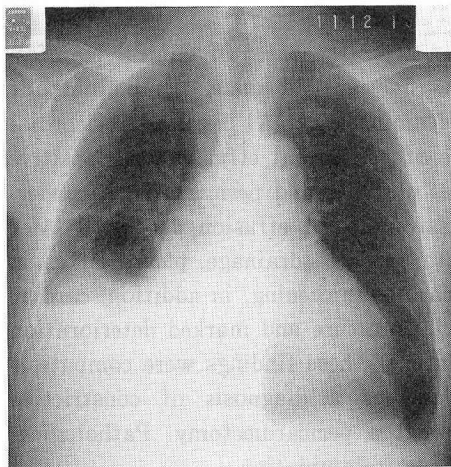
Chest X-ray film obtained on admission showing right pleural effusion and cardiomegaly.
